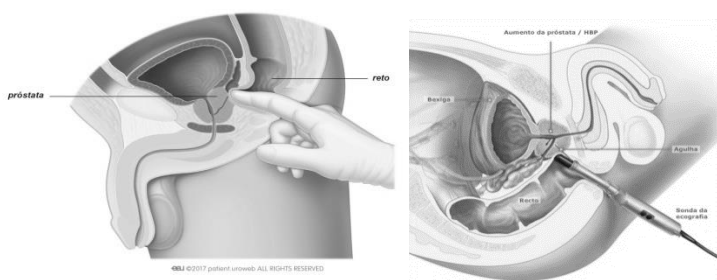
Ilustração de um exame toque retal e de uma ultrassonografia transretal (USGTR).
